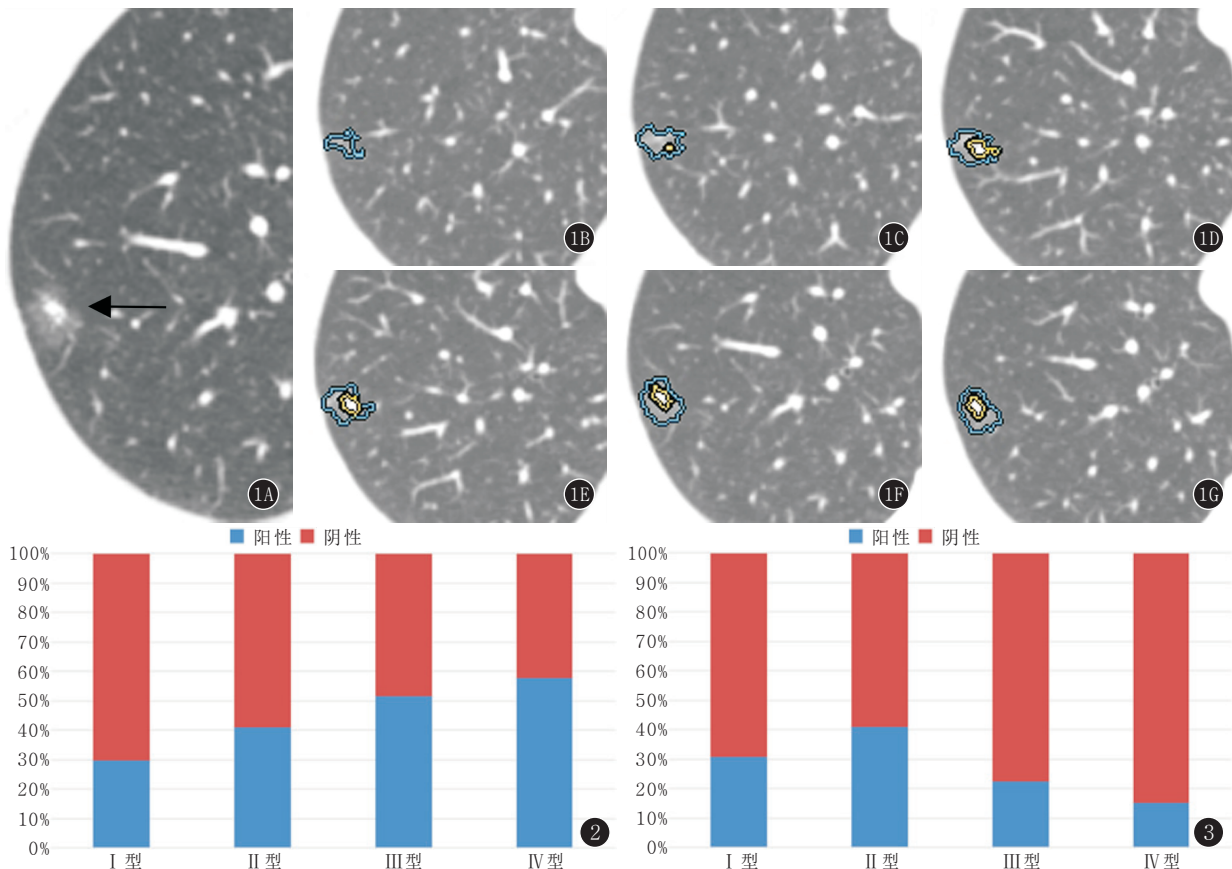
~G 女,66 岁,右肺上叶贴壁型腺癌。外显子 21 突变,蓝线代表病灶整体轮廓,总体积为 1.061 cm³,黄线代表病灶内部实性成分轮廓,体积为 0.307 cm³,GGO 体积比为 71.1% 图 2 肺腺癌外显子 21 突变在 CT 上 GGO 含量分型中的分布,随着肿瘤 CT 上 GGO 成分含量的增多,外显子 21 突变的几率随之升高 图 3 肺腺癌外显子 19 突变在 CT 上 GGO 含量分型中的分布,随着肿瘤 CT 上 GGO 成分含量的增多,外显子 19 突变的几率随之降低
